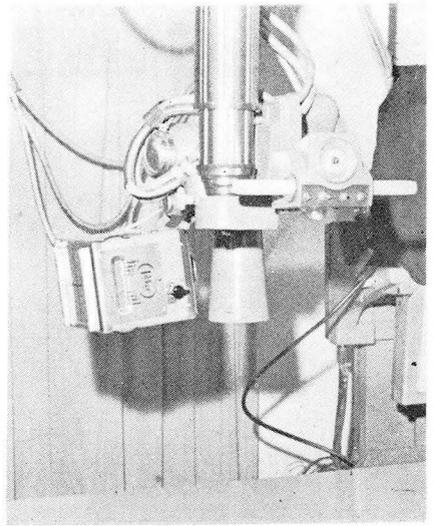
Mammography attachment (Picker X-ray Cooperation)
